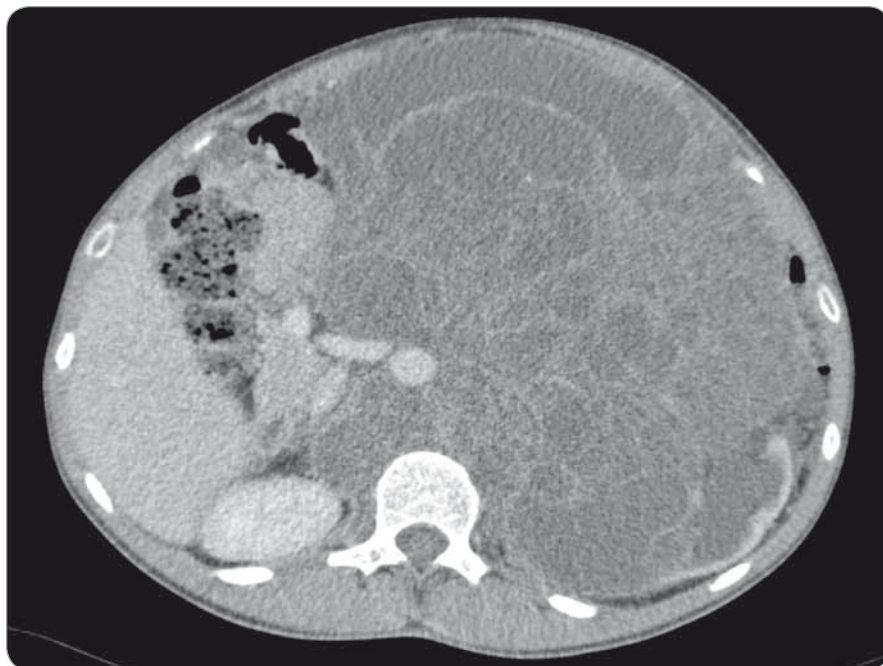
Abdominal CT scan showing huge retroperitoneal mass encircling aorta and inferior caval vein.
